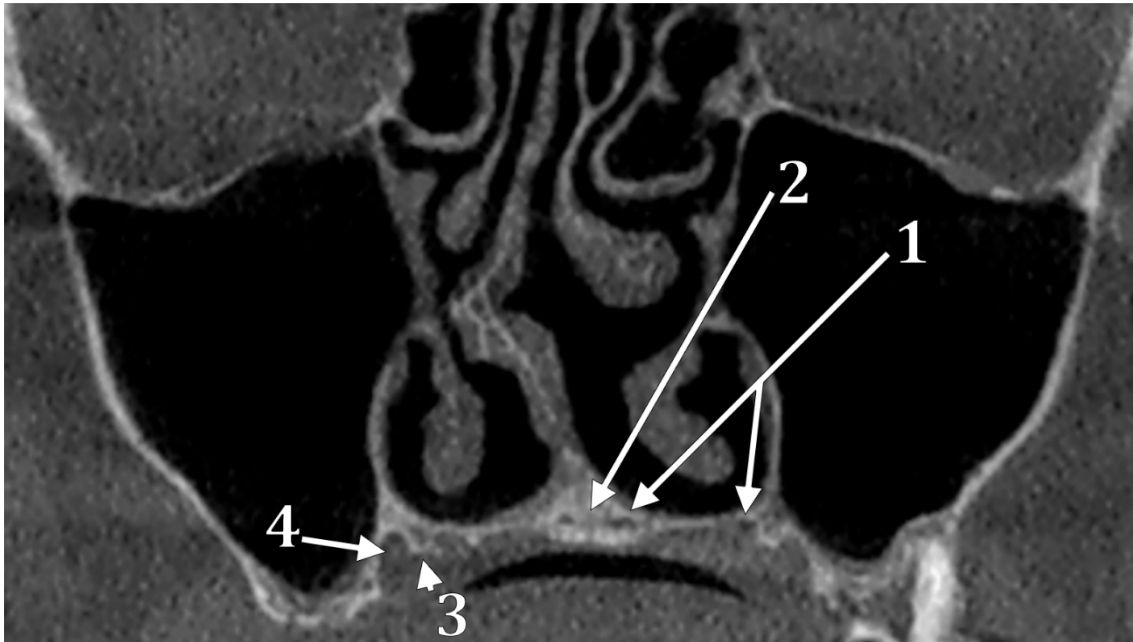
Secțiune CBCT coronală prin oasele maxilare. 1.proces palatin; 2.sutura mediopalatină; 3.spină palatină; 4.șanț palatin.
